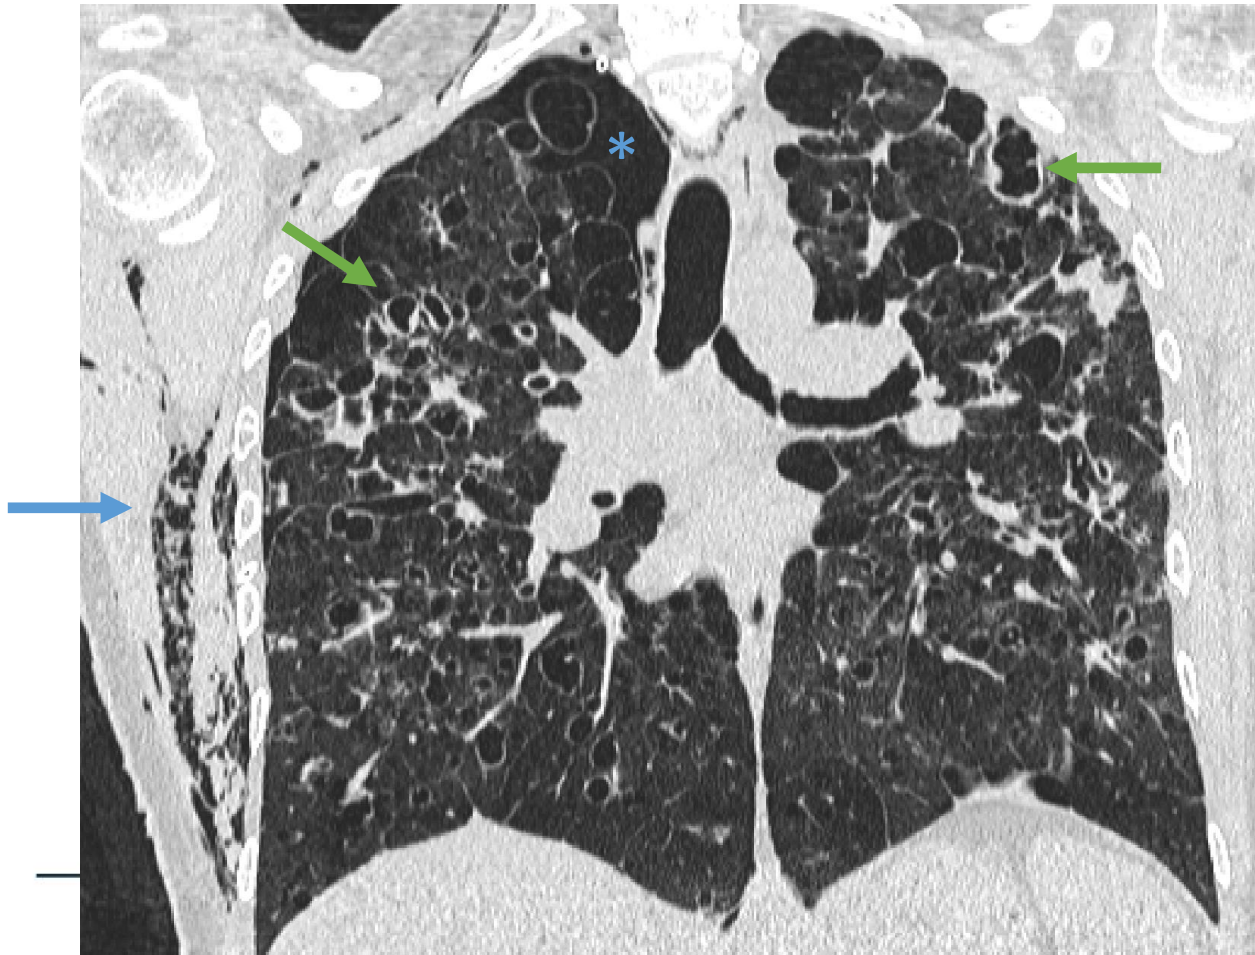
TC de tórax sin CIV en mujer fumadora de 20 paquetes/año, con antecedentes de neumotórax de repetición con histiocitosis de Langerhans ya conocido.
